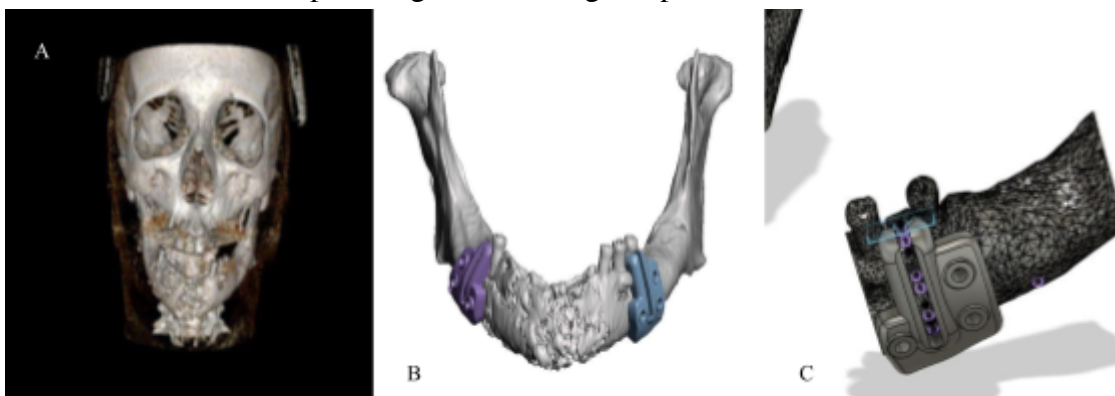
a) Reconstrução de imagens de TC no software InVesalius, b) modelo CAD 3D no Meshmixer e c) modelo CAD no Fusion 360.
